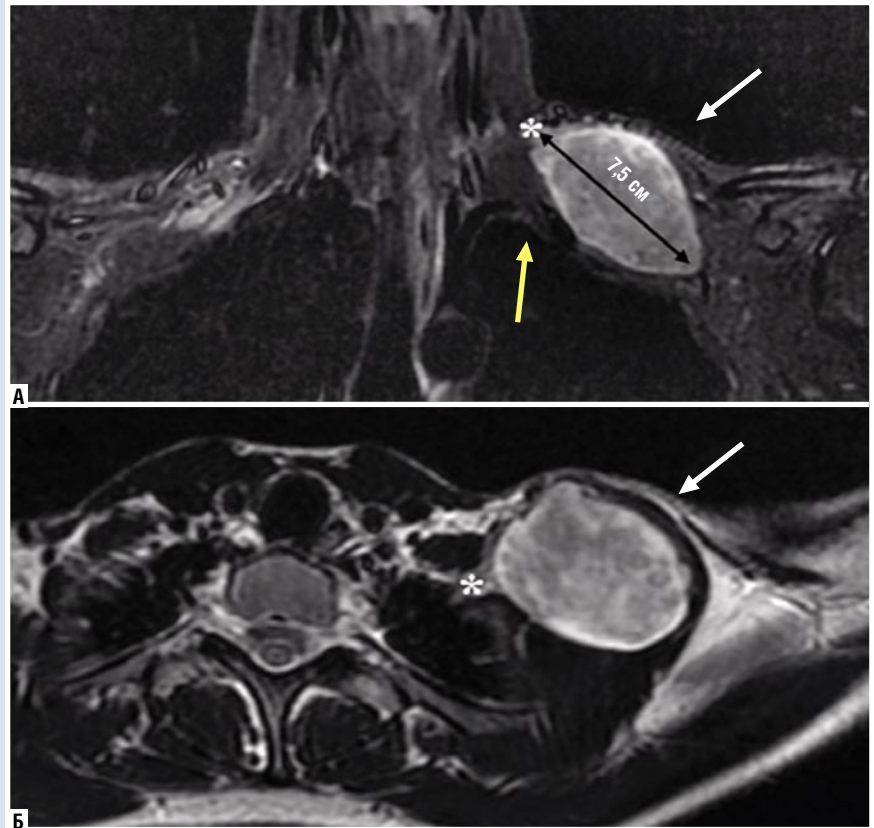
Объемное образование (белая стрелка) А) на фронтальной (T2-STIR) и Б) аксиальной (T2-взвешанное изображение) проекции на магнитно-резонансной томограмме. Опухоль исходит из верхнего ствола плечевого сплетения (белый астериск), интимно прилежит к подключичной артерии (желтая стрелка).
